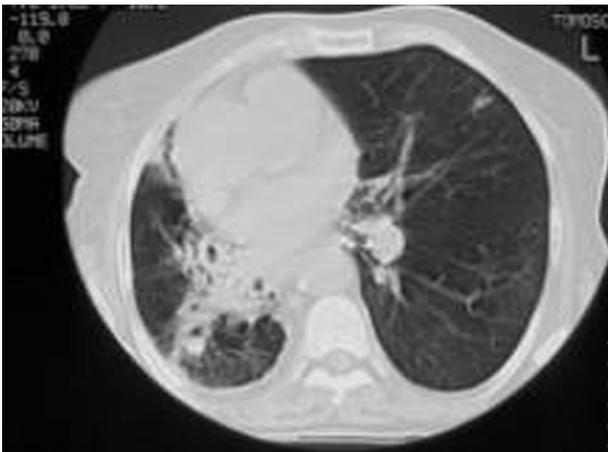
Image TDM du même patient
